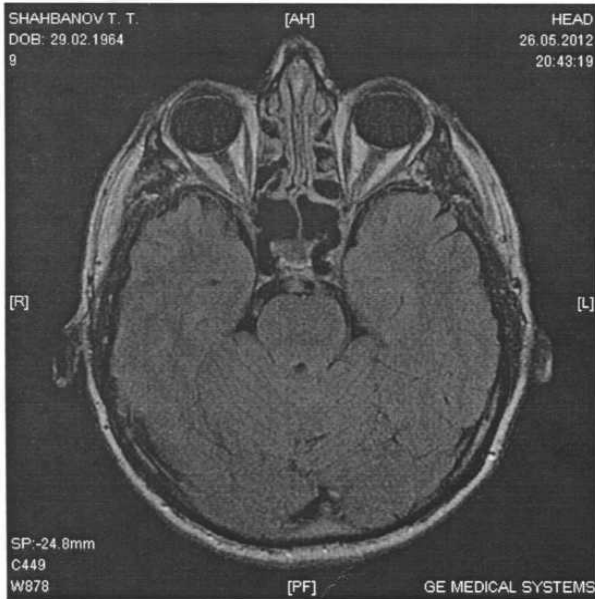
МРТ больного Ш. от 26.05.2012 г.: данных за объемный процесс или иной патологический очаг в полости черепа не выявлено
